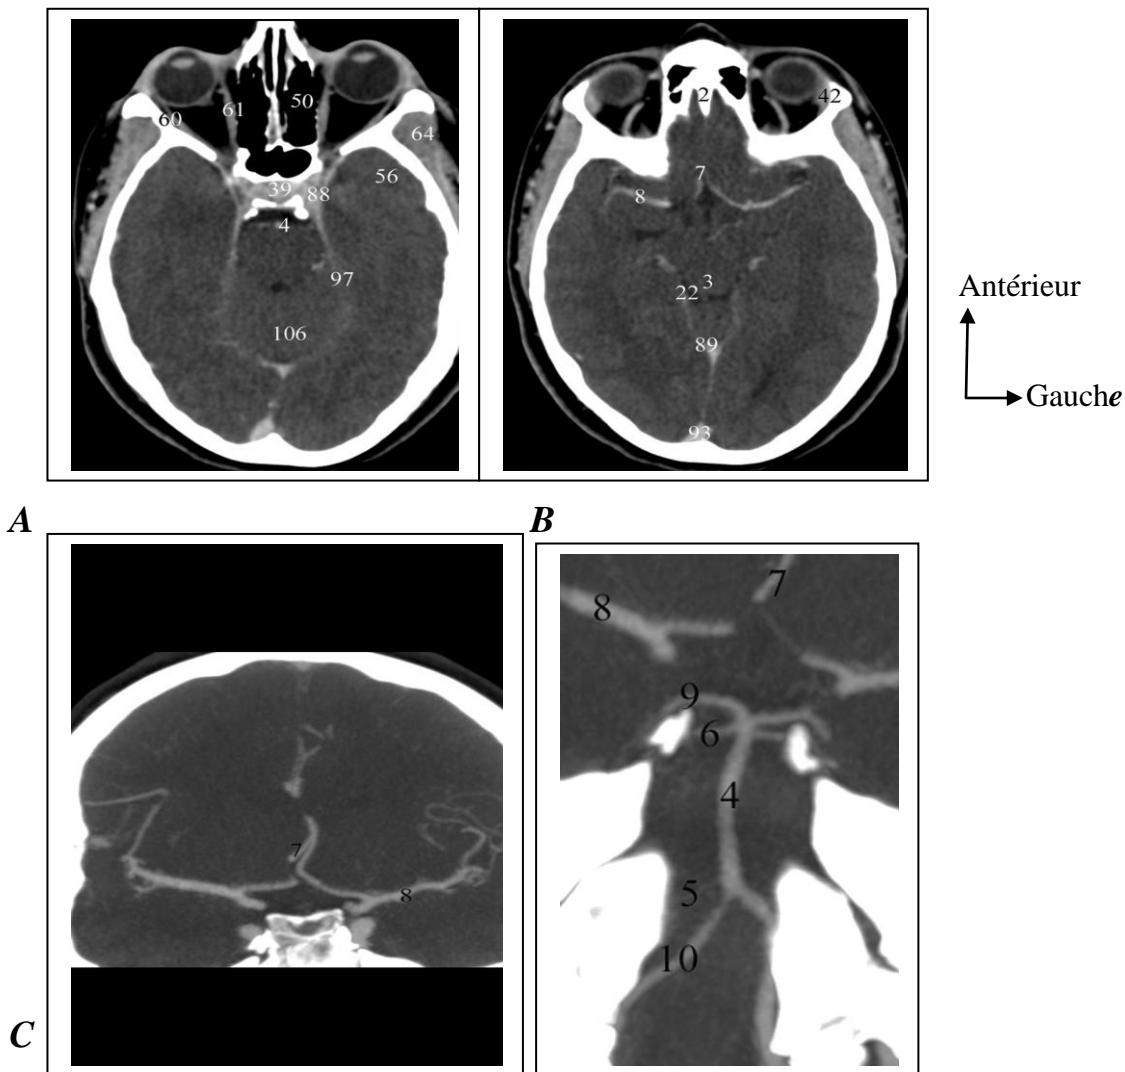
Anatomie TDM normale de l'encéphale selon le plan neuro-oculaire avec des coupes sériées de A à D d'un angioscanner pour l'étude du réseau artériel.[62]
